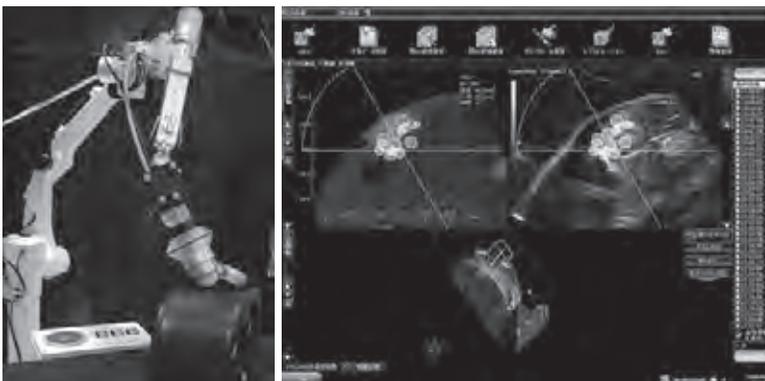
集束超音波システムと複合ナビゲーションシステム
